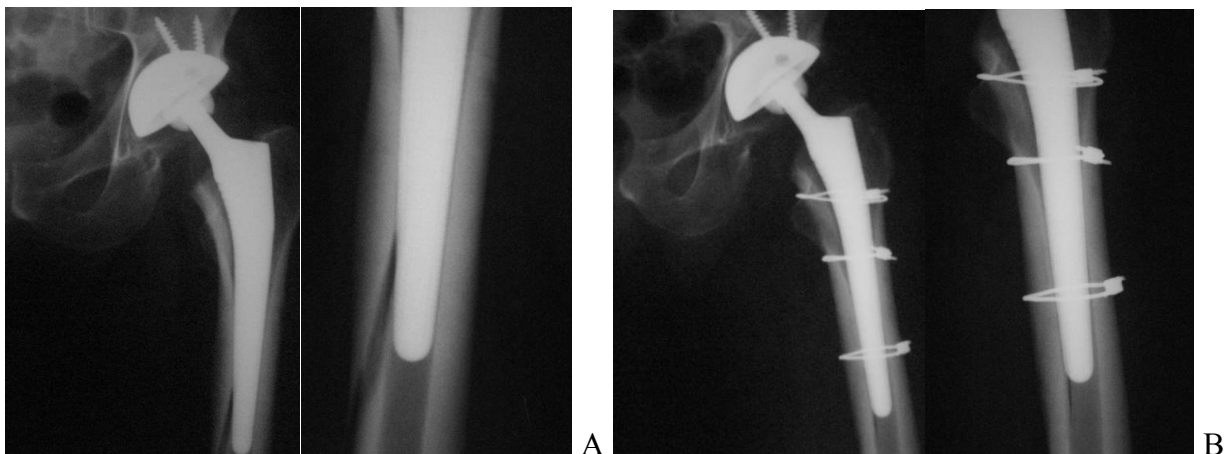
А. Рентгенограммы пациента К., 58 лет. Интраоперационный не диагностированный перелом левой бедренной кости. Перелом типа В-2. В. Рентгенограммы после остеосинтеза бедренной кости 3 мультифиламентными серкляжами без замены бедренного компонента.
